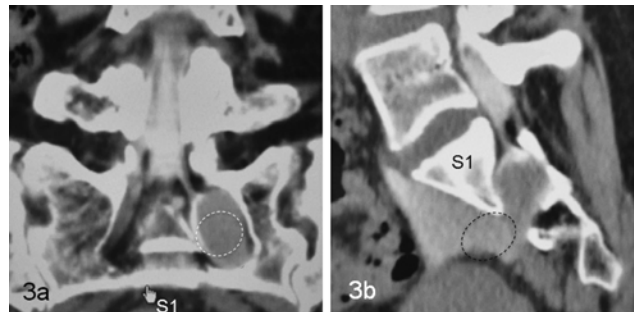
CT myelography with coronal (3a) and sagittal (3b) views. Dotted circles indicate a deviation from the extradural meningeal cyst at the first sacral spinal level (S1).
